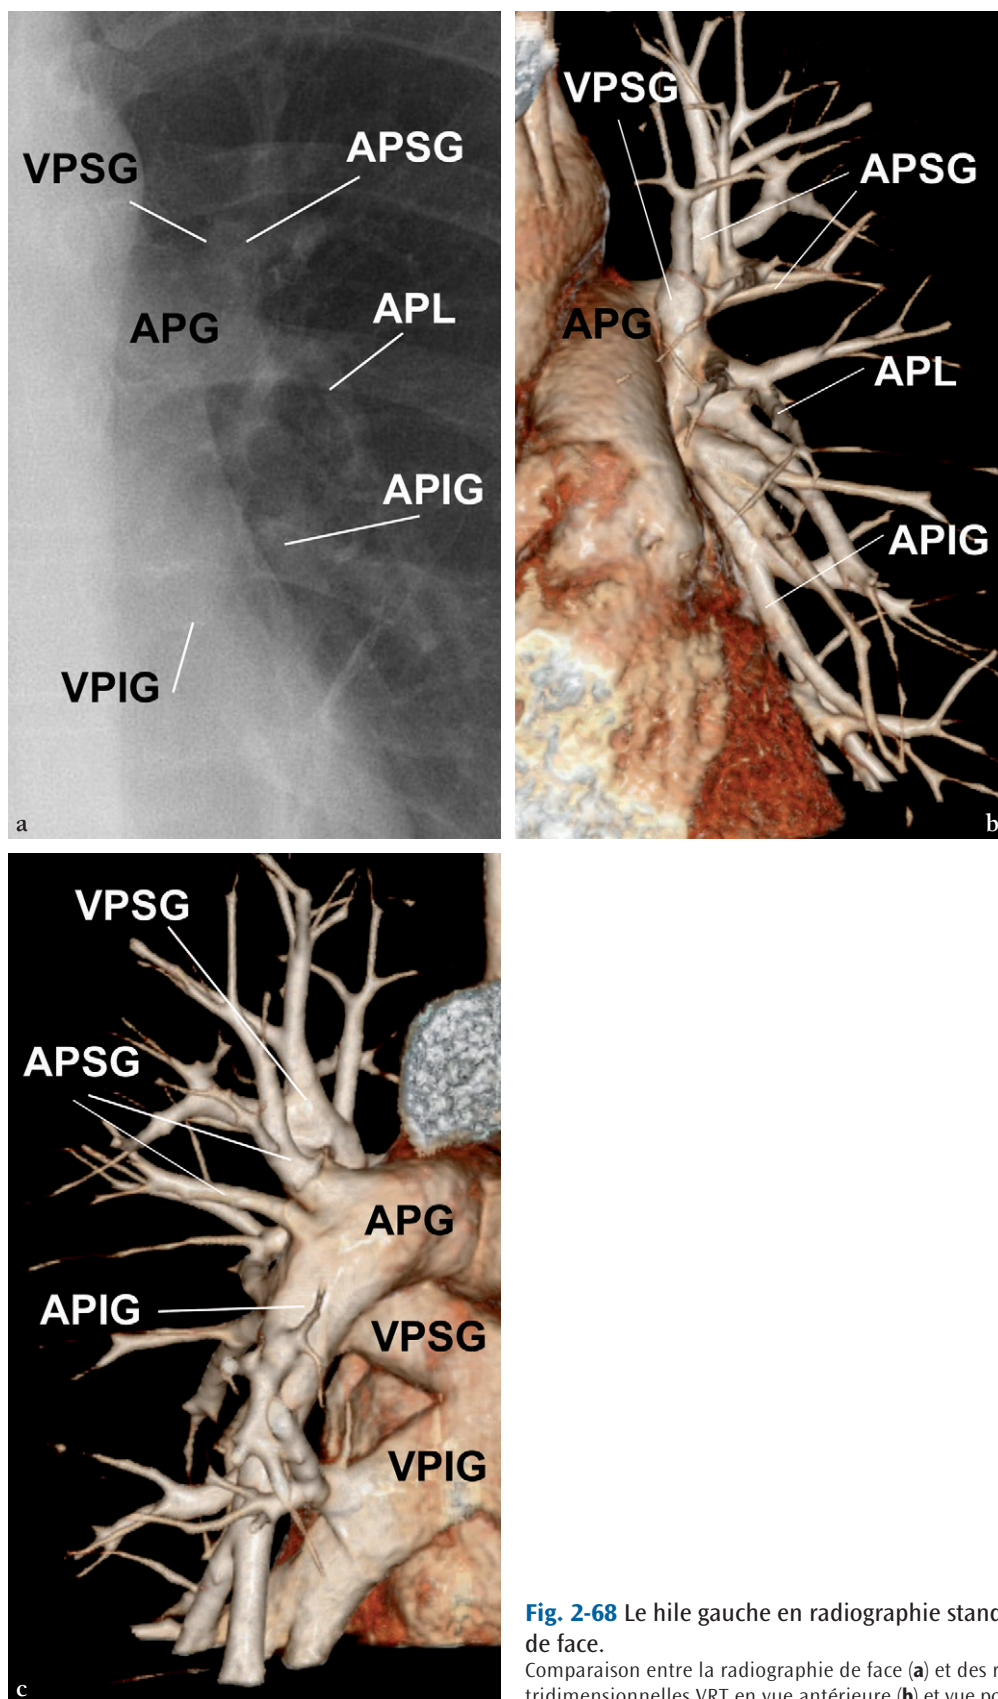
Le hile gauche en radiographie standard en incidence de face.
